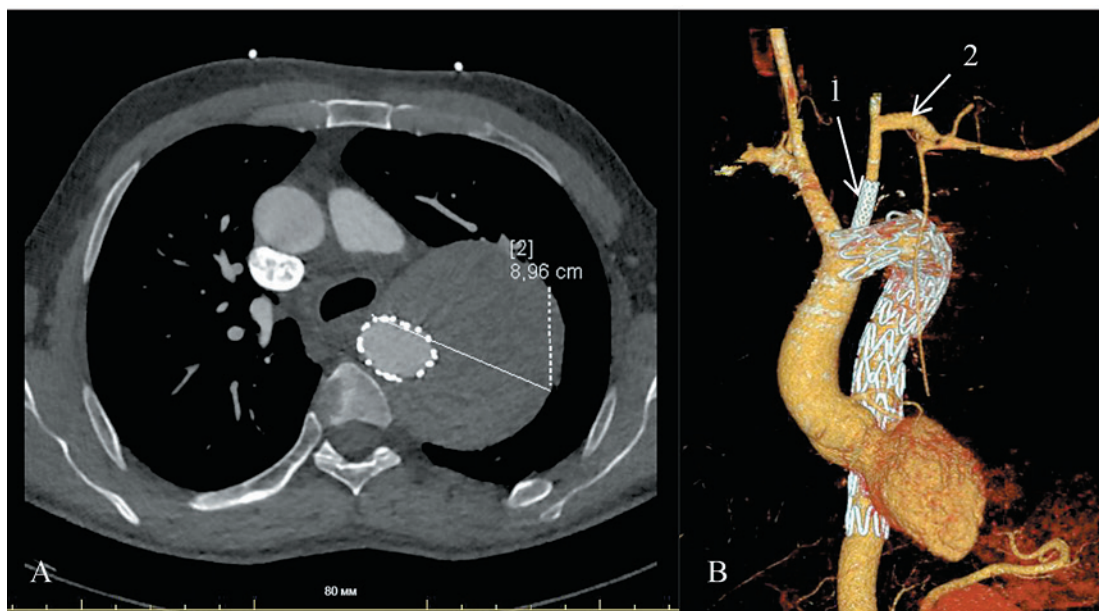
Послеоперационная МСКТ-аортография
